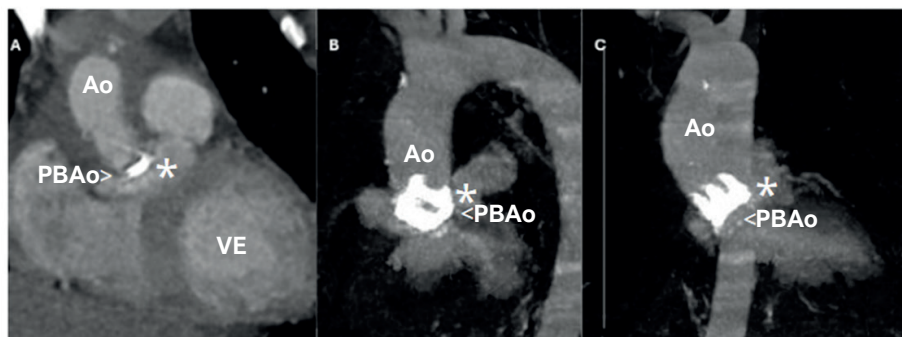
Angiotomografia de aorta. Ao: aorta ascendente; PBAo: prótese valvar aórtica; VE: ventrículo esquerdo. O asterisco (*) indica leak perivalvar.
